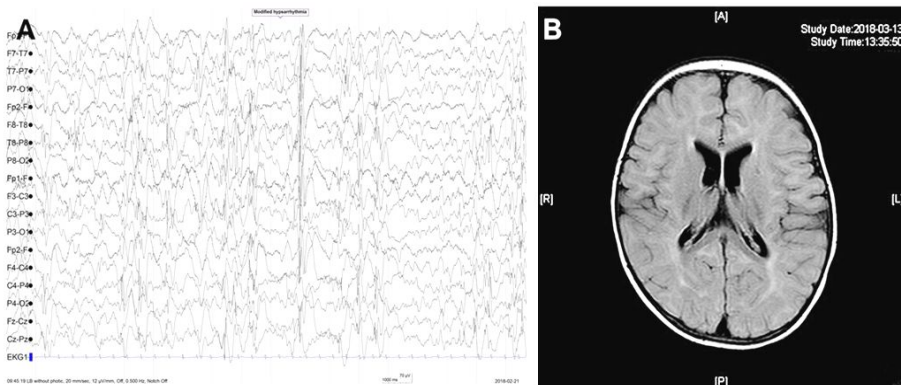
(A) Electroencephalogram displaying modified hypsarrhythmia, generalized sharp wave and polyspike. (B) Brain MRI showing enlarged ventricles and diffuse increased signal intensity of periventricular white matter on FLAIR image.
